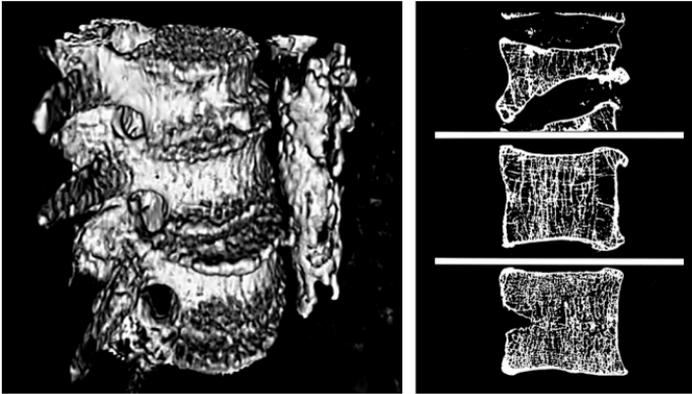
Imágenes de tomografía computerizada de columna
